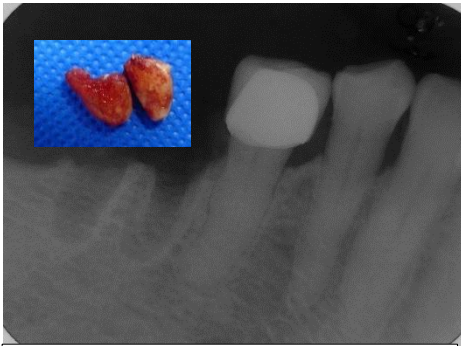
Radiografía final después de la exodoncia y fotografía de los restos radiculares.
